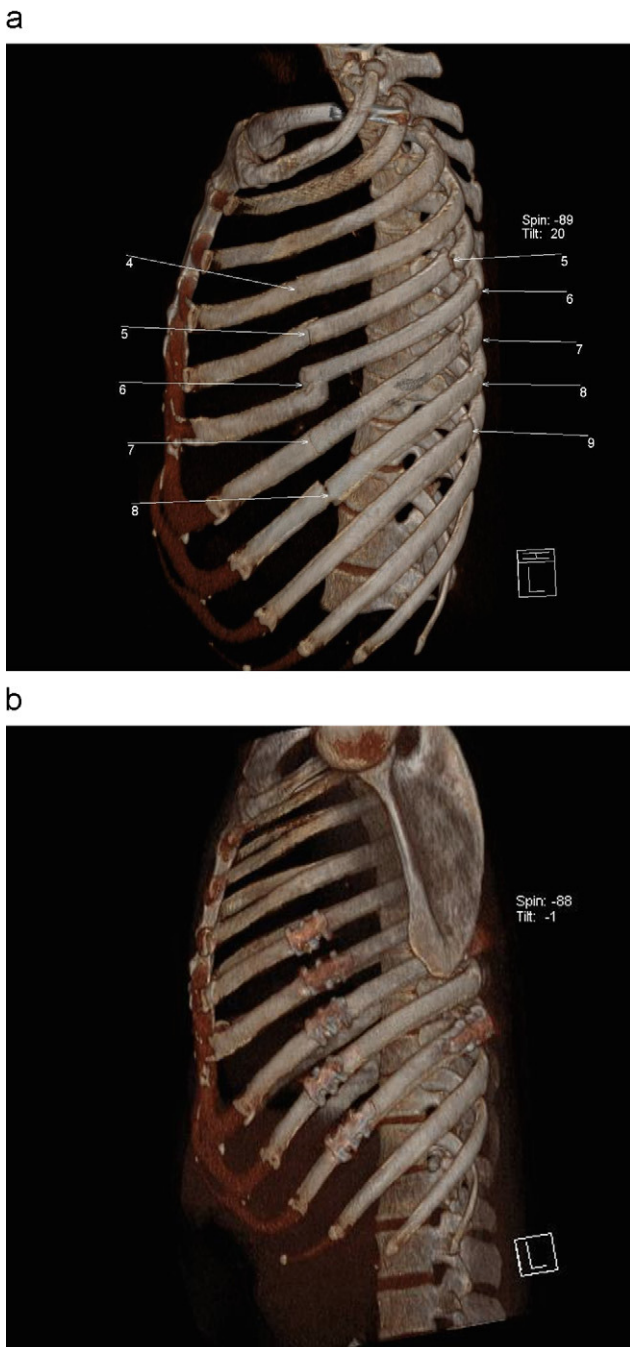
Tórax inestable: a) TC tórax. Estudio preoperatorio. b) TC tórax. Estudio postoperatorio.
